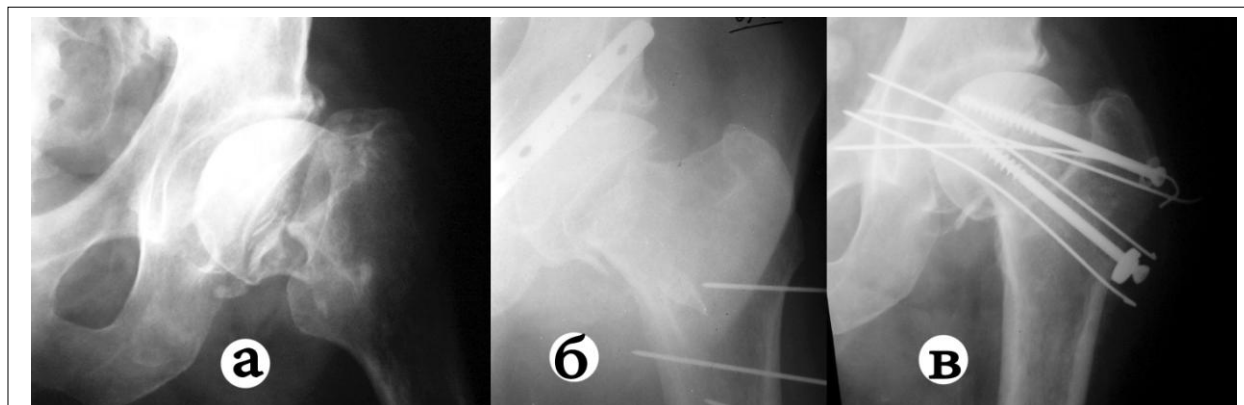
Рентгенограммы больного А., 51 г.: а) через 5 месяцев после травмы. Диагноз - ложный сустав ШБК, с импрессионным дефектом шейки 2-3-й ст.; б) в день операции по предложенной методике костной пластики; в) через 3 мес. после операции с применением костной пластики и трансартикулярной фиксации головки к вертлужной впадине. Полное вживание аутоотрансплантата. Больной ходит с полной нагрузкой
